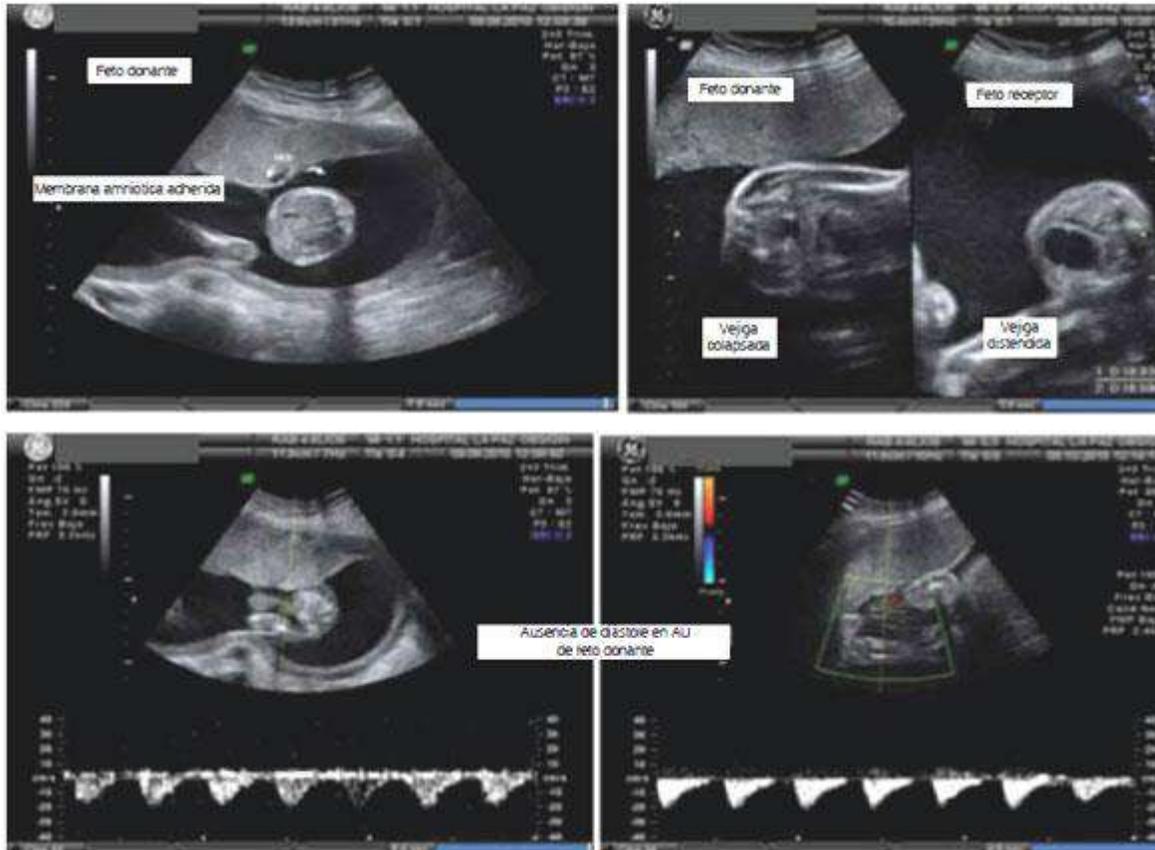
STFF: secuencia oligoamnios/polihidramnios grave, con "stuck twin" y alteración del Doppler en arteria umbilical. Estadio III de Quintero.
